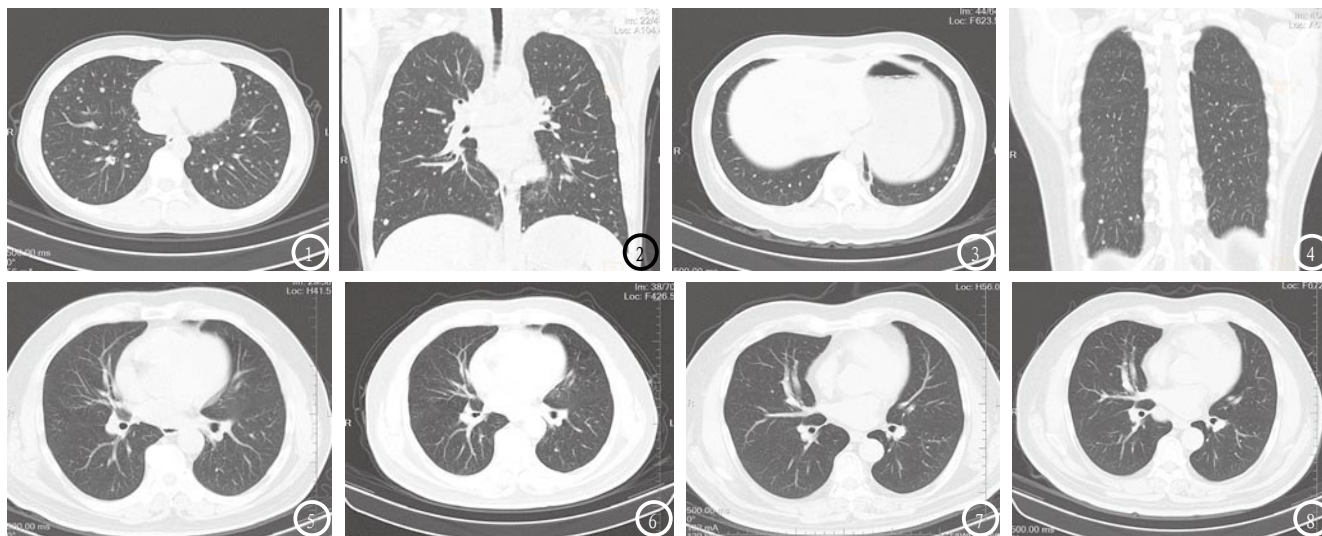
甲状腺乳头状癌患者, CT横轴面及冠状面(图2)显示双肺多发结节, 考虑双肺多发转移瘤; 图3 甲状腺乳头状癌患者, CT横轴面及冠状面(图4)可见双下肺多发结节, 考虑转移瘤; 图5 甲状腺广泛浸润性滤泡状癌患者, 可见双肺多发结节, 经全身显像诊断为甲状腺癌双肺转移; 经Tg及¹³¹I治疗半年后病灶略缩小(图6); 图7 甲状腺滤泡状癌患者, 可见双下肺多发结节, 经Tg及¹³¹I治疗后全身显像确诊为甲状腺癌双肺转移, ¹³¹I治疗1年后病灶略缩小且病灶数目减少(图8)。
